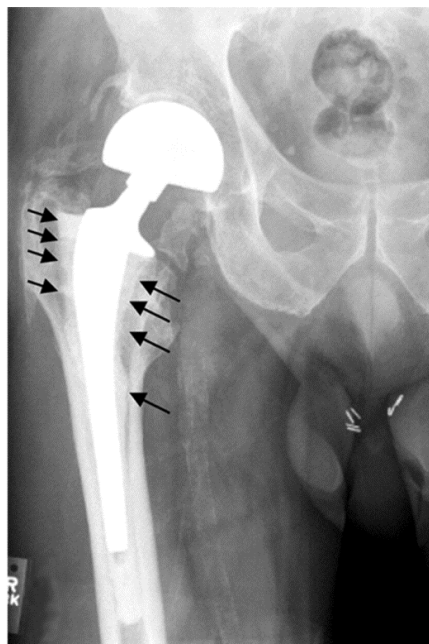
Radiographie préopératoire de la hanche d'un patient avant une deuxième reprise de la chirurgie due au descellement aseptique. Les flèches dénotent des régions de résorption du tissu osseux [52], reproduite avec permission.
